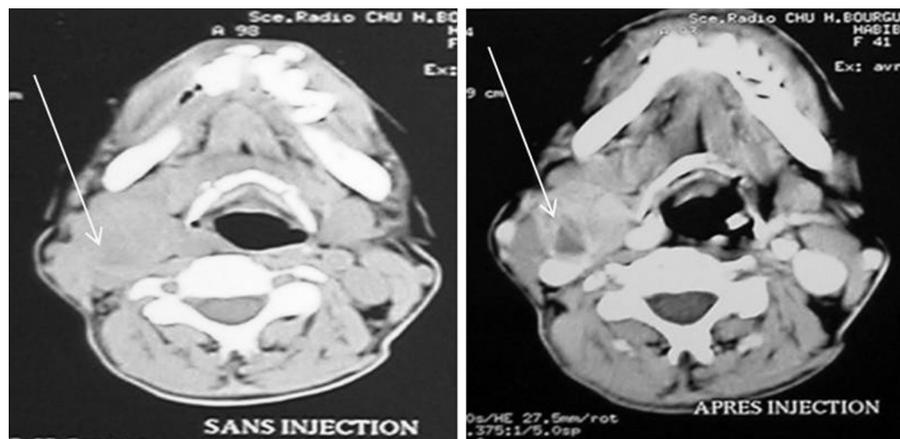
Formation sous-angulo-maxillaire sur les coupes TDM évoquant une adénopathie.
